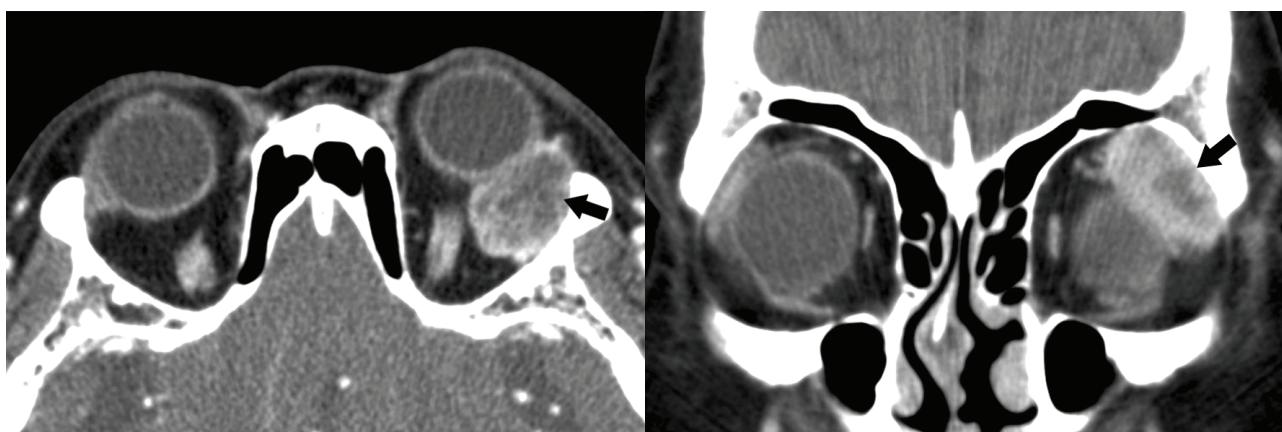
Orbital CT findings of the patient: A well-defined solid mass (arrow) was found in the superotemporal extraconal space of the left orbital cavity. The tumor was enhanced in centripetal pattern from the periphery to the central area. Invasion to the adjacent structures was not noted.
